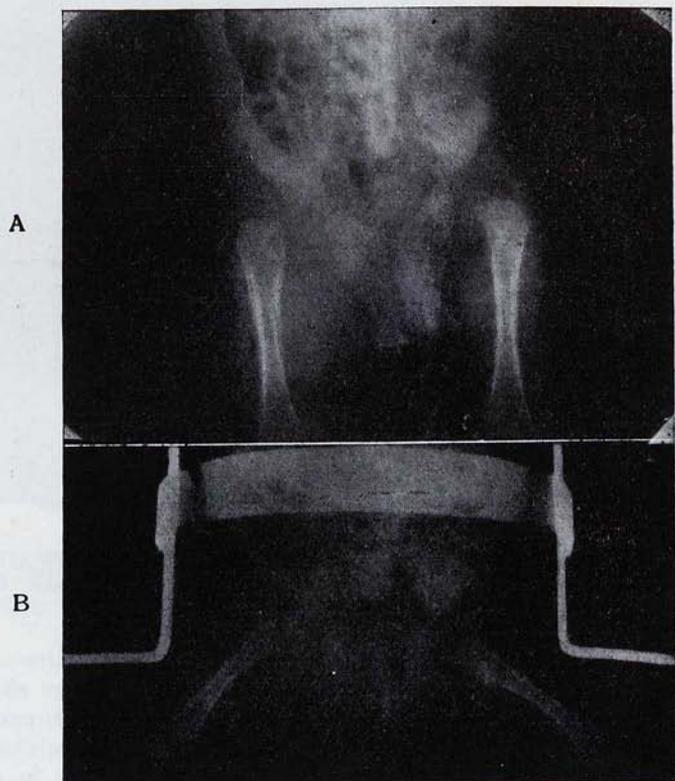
Artritis osteomielítica de la cadera tratada con antibioterapia e inmovilización en abril de 1954. A. Radiografía cuando vimos por primera vez al enfermito. Obsérvese la luxación de la cadera derecha. B. Radiografía a los veinte días. Curación sin intervención.
